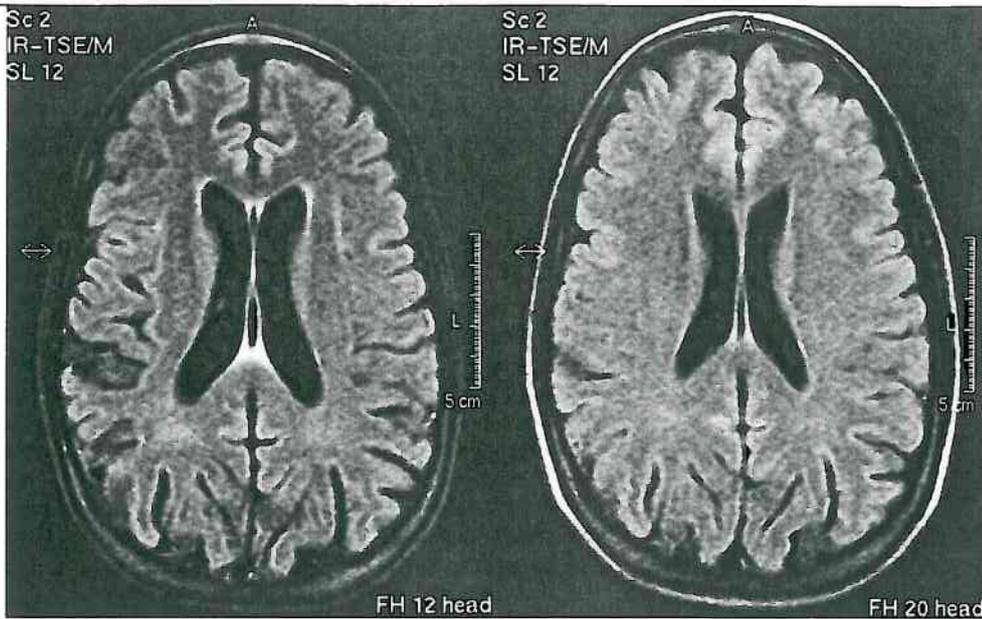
▲ Kraniales MRT einer jugendlichen Patientin mit Anorexia nervosa im Akutstadium der Starvation (*links*) und nach Gewichtsrehabilitation (*rechts*)
